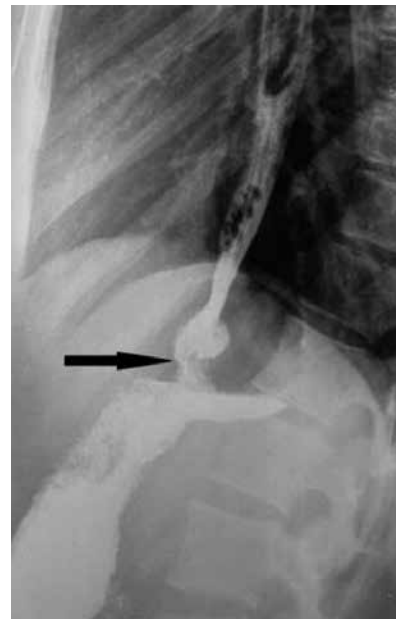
Ахалазия кардии III стадии. Рентгенограмма через 3 мес после операции. Просвет пищевода не расширен. Стрелкой указаны зона пищеводно-кардиального перехода и зона сформированного инвагинационного клапана
